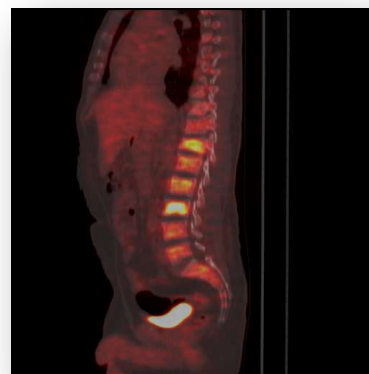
PET/TC: Lesiones hipercaptantes en cuerpos vertebrales. Mismo paciente que en imagen 5.
